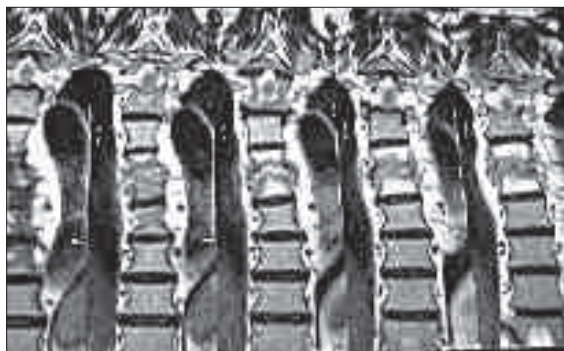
G.G., 73 aa., spondilodiscite brucellare T6-T7 (immagine RMN). Evidente in sede paravertebrale, nella sede interessata, un tessuto di verosimile natura granulomatosa.
